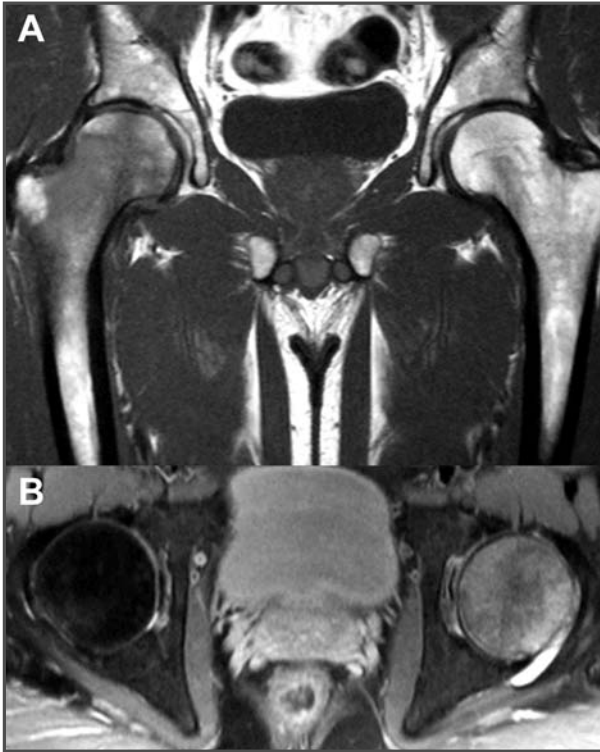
Resonancia magnética en corte coronal del fémur donde se observa un patrón de edema medular óseo en la zona de carga de la cabeza y el cuello femoral, sin alteraciones morfológicas de la cabeza del fémur. 1B. Resonancia magnética en corte axial donde se aprecia el edema óseo en la cabeza femoral.
